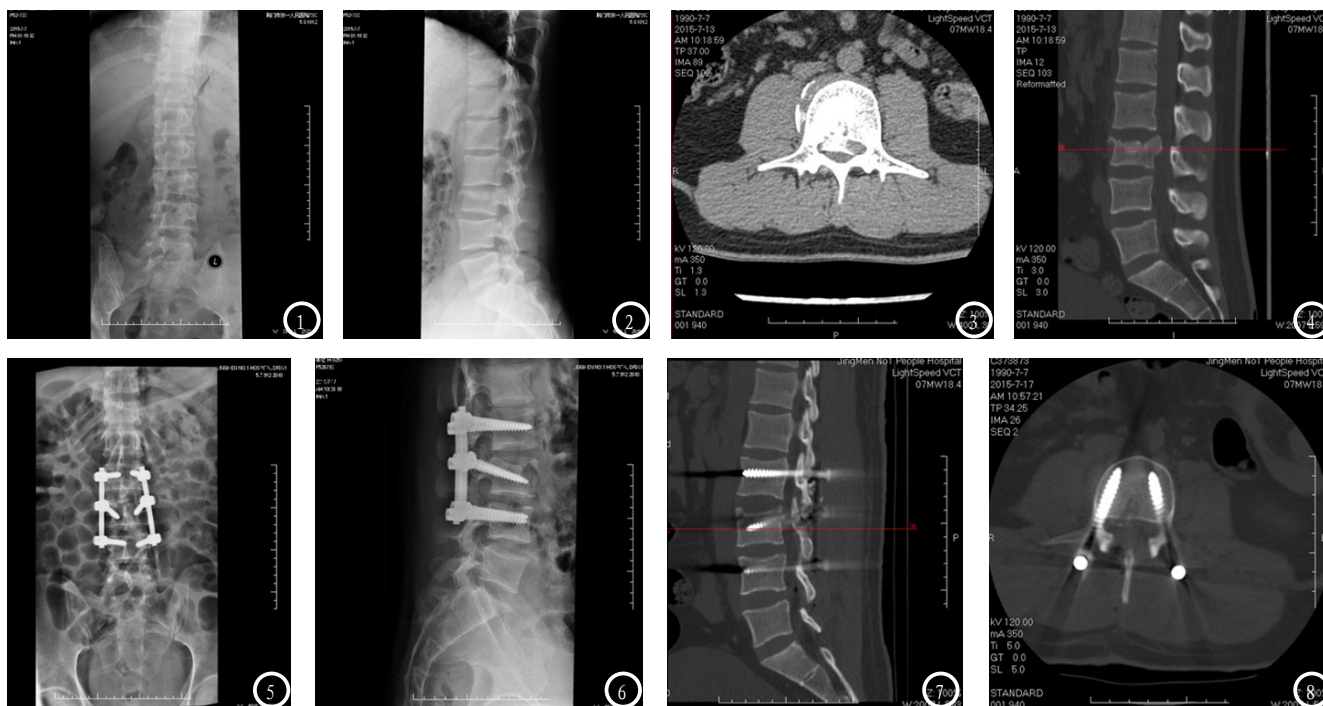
2为术前X线:腰三椎体压缩性骨折,正位片显示右侧高度变扁明显,侧位片显示椎体前缘骨皮质不连。图3-4为术前CT:椎体压缩性骨折,骨块突向椎管导致椎管狭窄。图5-6为术后X线:腰三椎体压缩矫正后。图7-8为术后CT:腰三骨折高度畸形矫正,突入椎管里的骨块复位。
